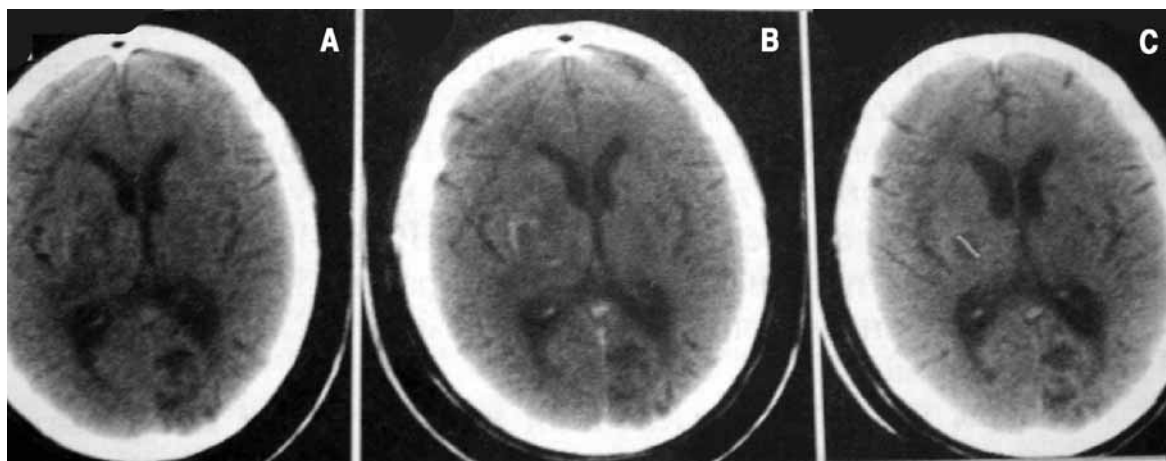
CT cerebral în hematomul spontan subacut: A) până la introducerea contrastului; B) după introducerea contrastului; C) peste câteva luni. Contrastare tip inelar cu semne pentru hematomul intracerebral subacut; chist posthemoragic, care nu se deosebește de schimbările postischemice.
